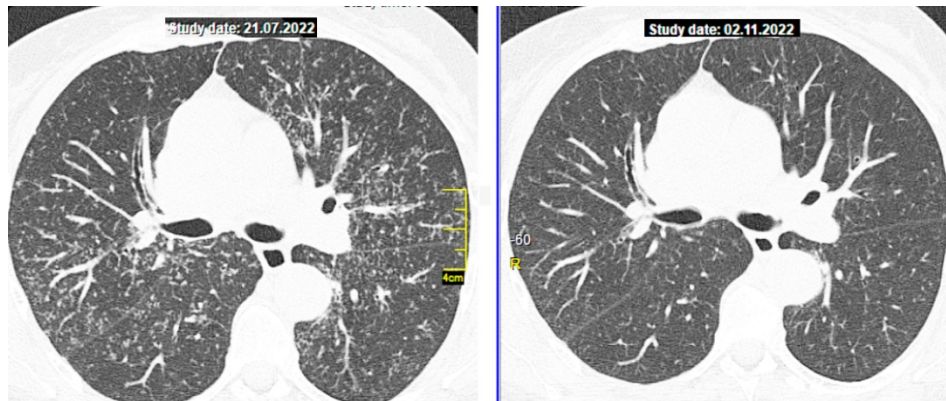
Рефрактерний саркоїдоз легень. КТ ОГП пацієнтки Е. до та після проведення комбінованої терапії МТХ та ГХ
